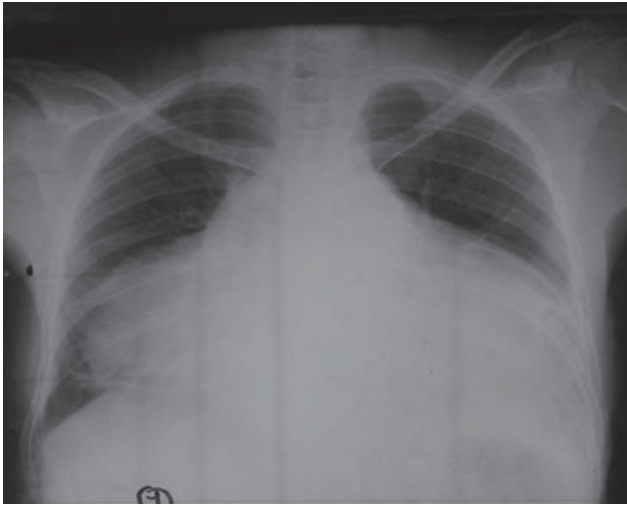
Radiographie thoracique de face. Cardiomégalie piriforme, épanchement pleural gauche (observation n°1).
